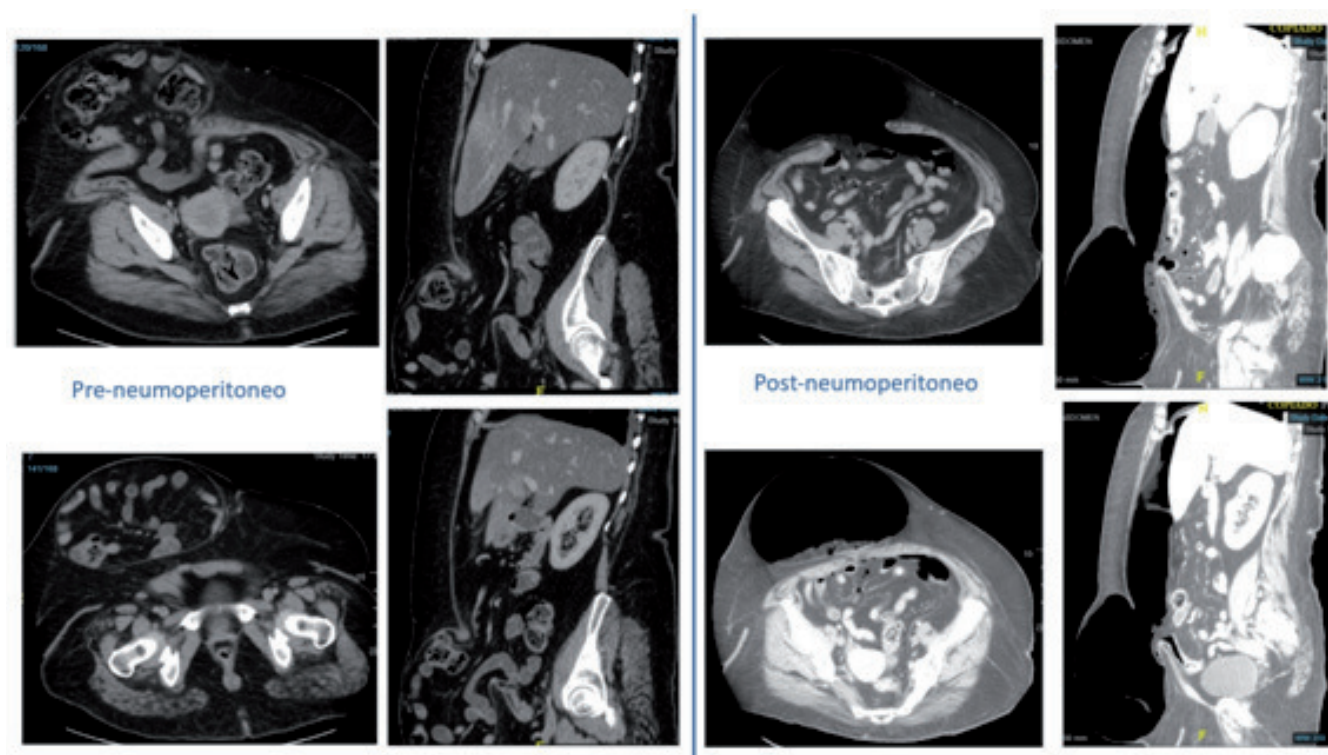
TAC abdominal realizado antes y después de la administración de neumoperitoneo progresivo.
